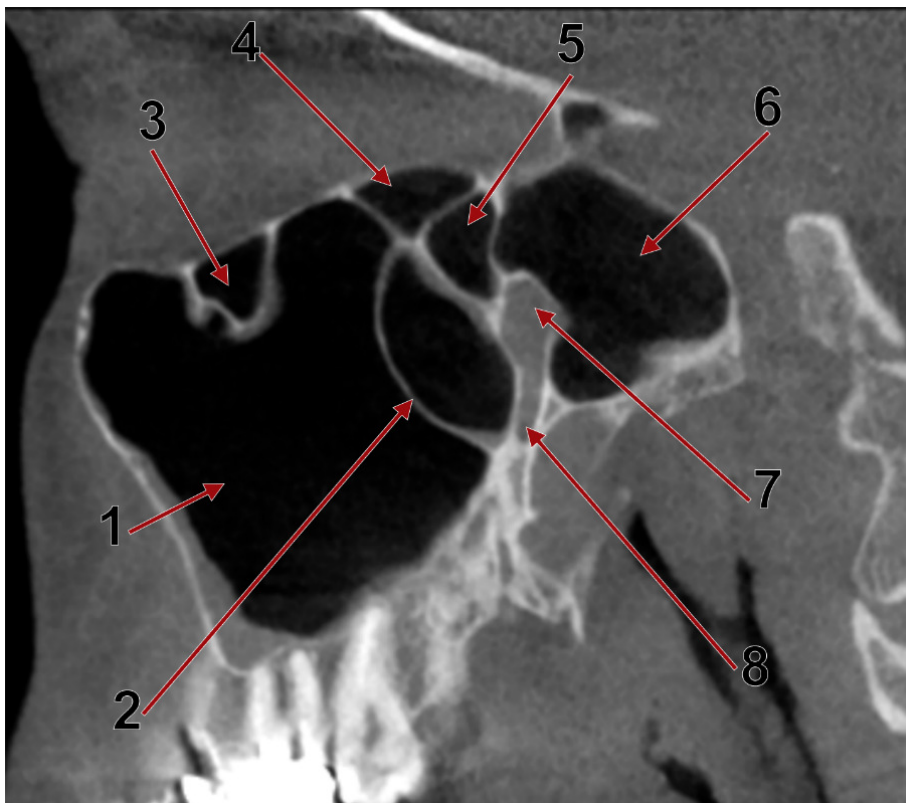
Sețiune CBCT sagitală prin sinusul maxilar. Pneumatizări intrasinusale derivate din etmoid. 1.sinus maxilar; 2.bula maxilară; 3.celulă infraorbitală Haller anterioară; 4. celulă infraorbitală Haller posterioară; 5.celulă sfero-etmoido-maxilară Sieur; 6.sinus sfenoidal; 7.fosa pterigopalatină; 8.canal palatin mare.
